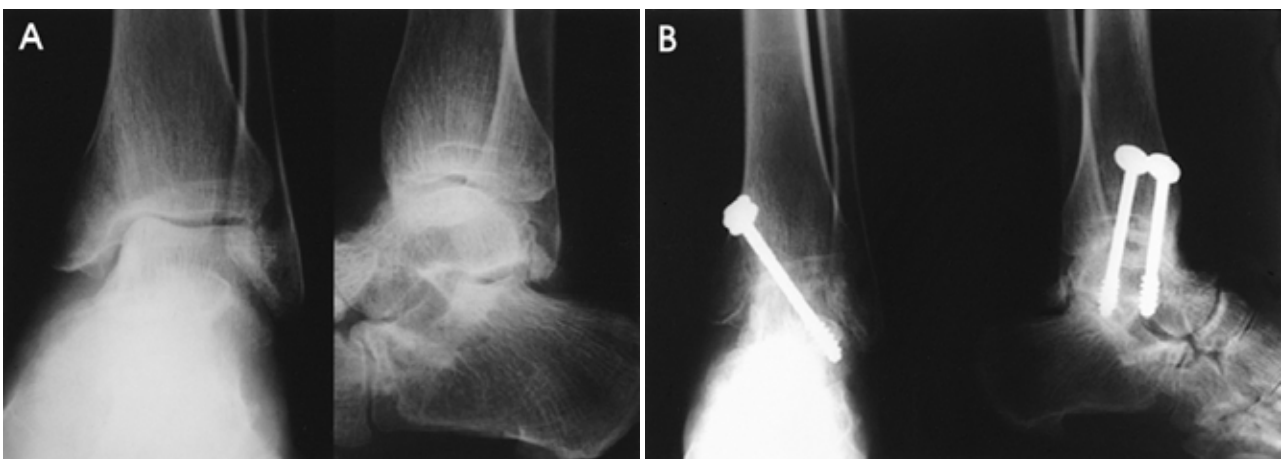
57 year-old man who had chronic ankle sprain. (A) Preoperative simple AP and lateral X-ray show varus tilting and arthritic change of right ankle joint. (B) Ankle fusion was obtained at 10 weeks after operation.
